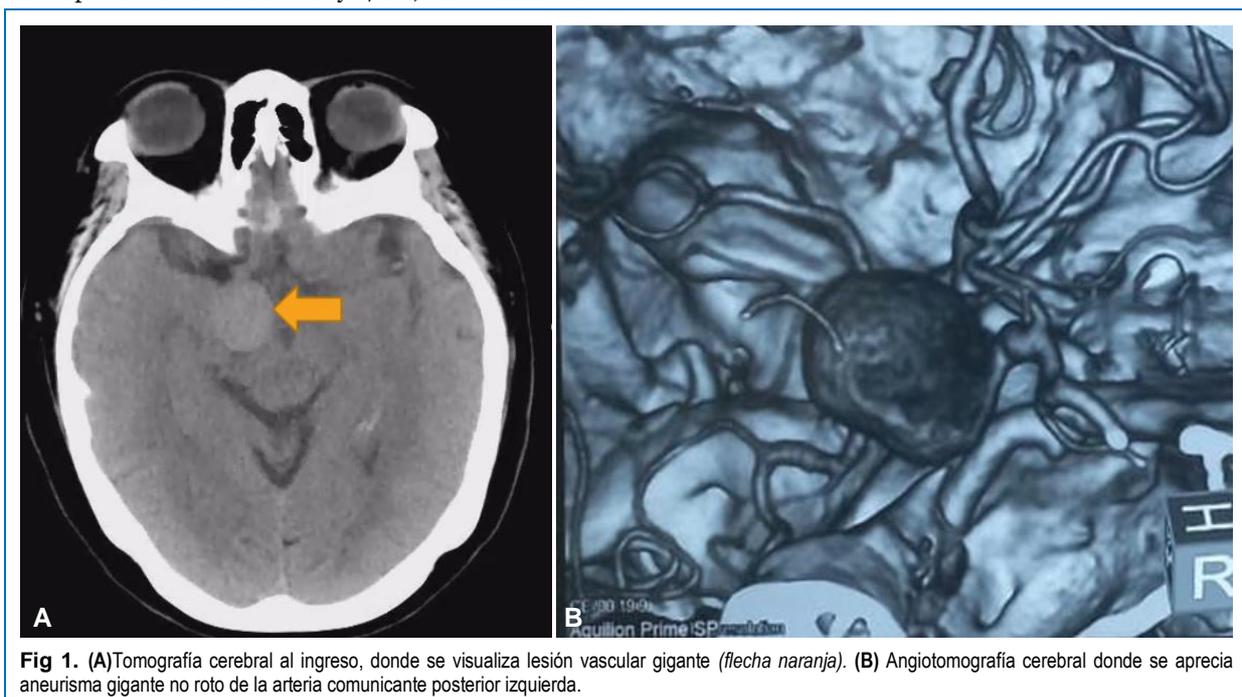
(A) Tomografía cerebral al ingreso, donde se visualiza lesión vascular gigante (flecha naranja). (B) Angiotomografía cerebral donde se aprecia aneurisma gigante no roto de la arteria comunicante posterior izquierda.
